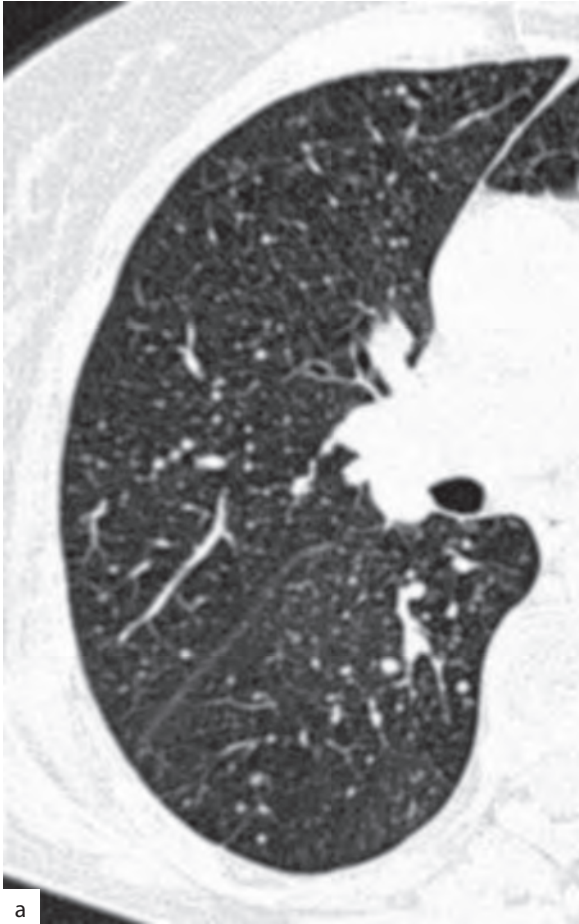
Виды очагов при компьютерной томографии высокого разрешения: а — хаотичные очаги, гематогенные метастазы; б — перилимфатические очаги, саркоидоз II стадии; в — центрилобулярные очаги по типу «матового стекла», гиперчувствительный пневмонит; г — центрилобулярные очаги, симптом «дерева в почках», бронхогенная туберкулезная диссеминация
